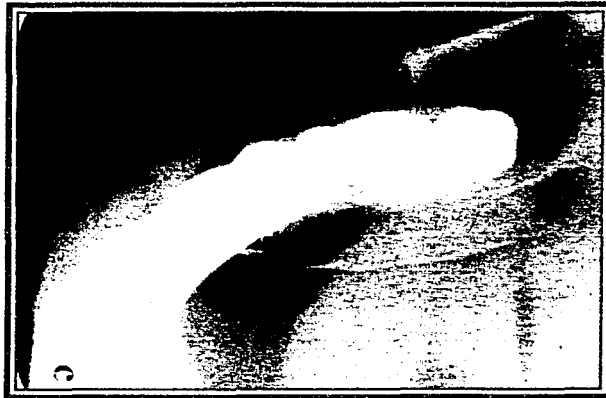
b. Radiografía oclusal en la que se puede observar la expansión de las corticales.
